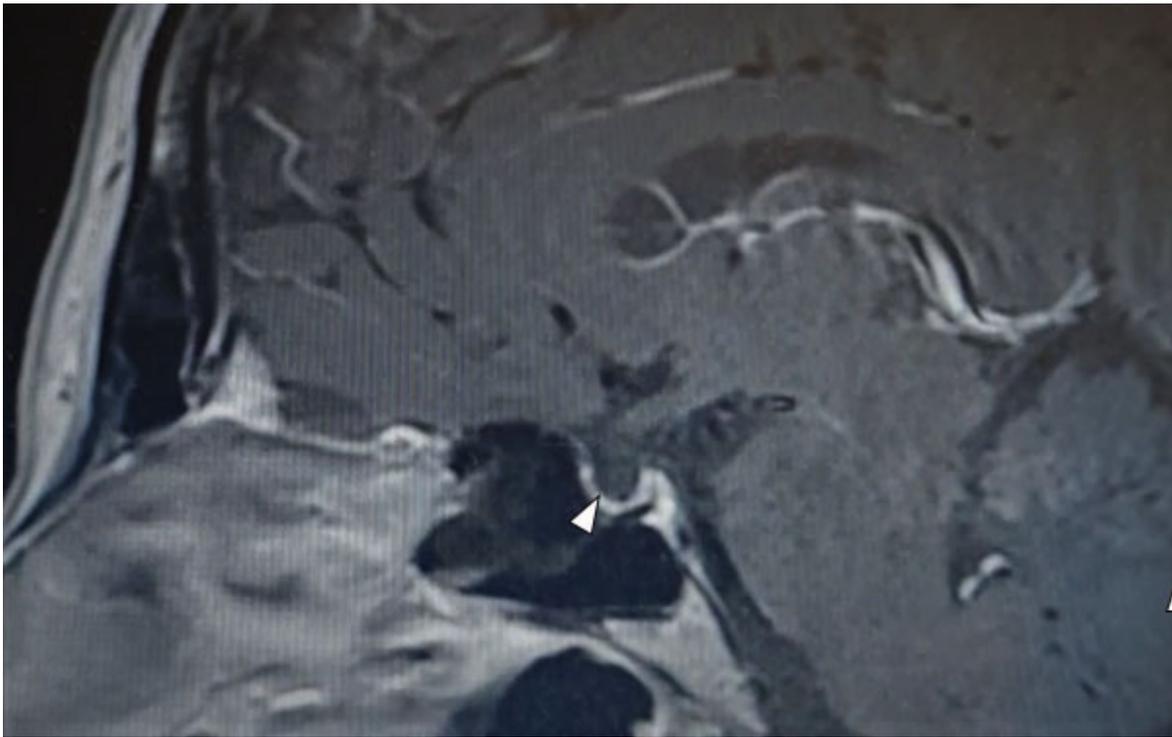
Resonancia magnética de la silla turca del paciente con panhipopituitarismo y aracnoidocele selar con glándula hipofisiaria con diámetro caudal de 1 mm conservando la diferencia entre adeno y neurohipófisis
